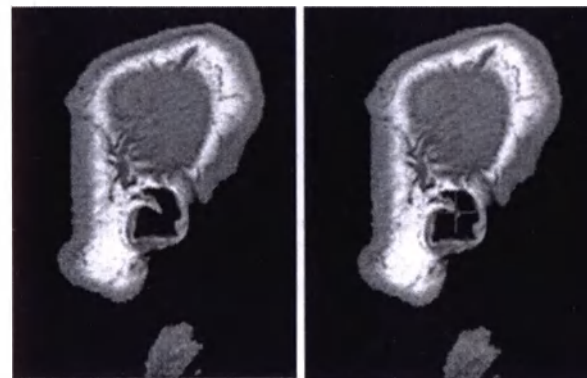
Позиция верхней части ножки завитка и ориентира МРТ
